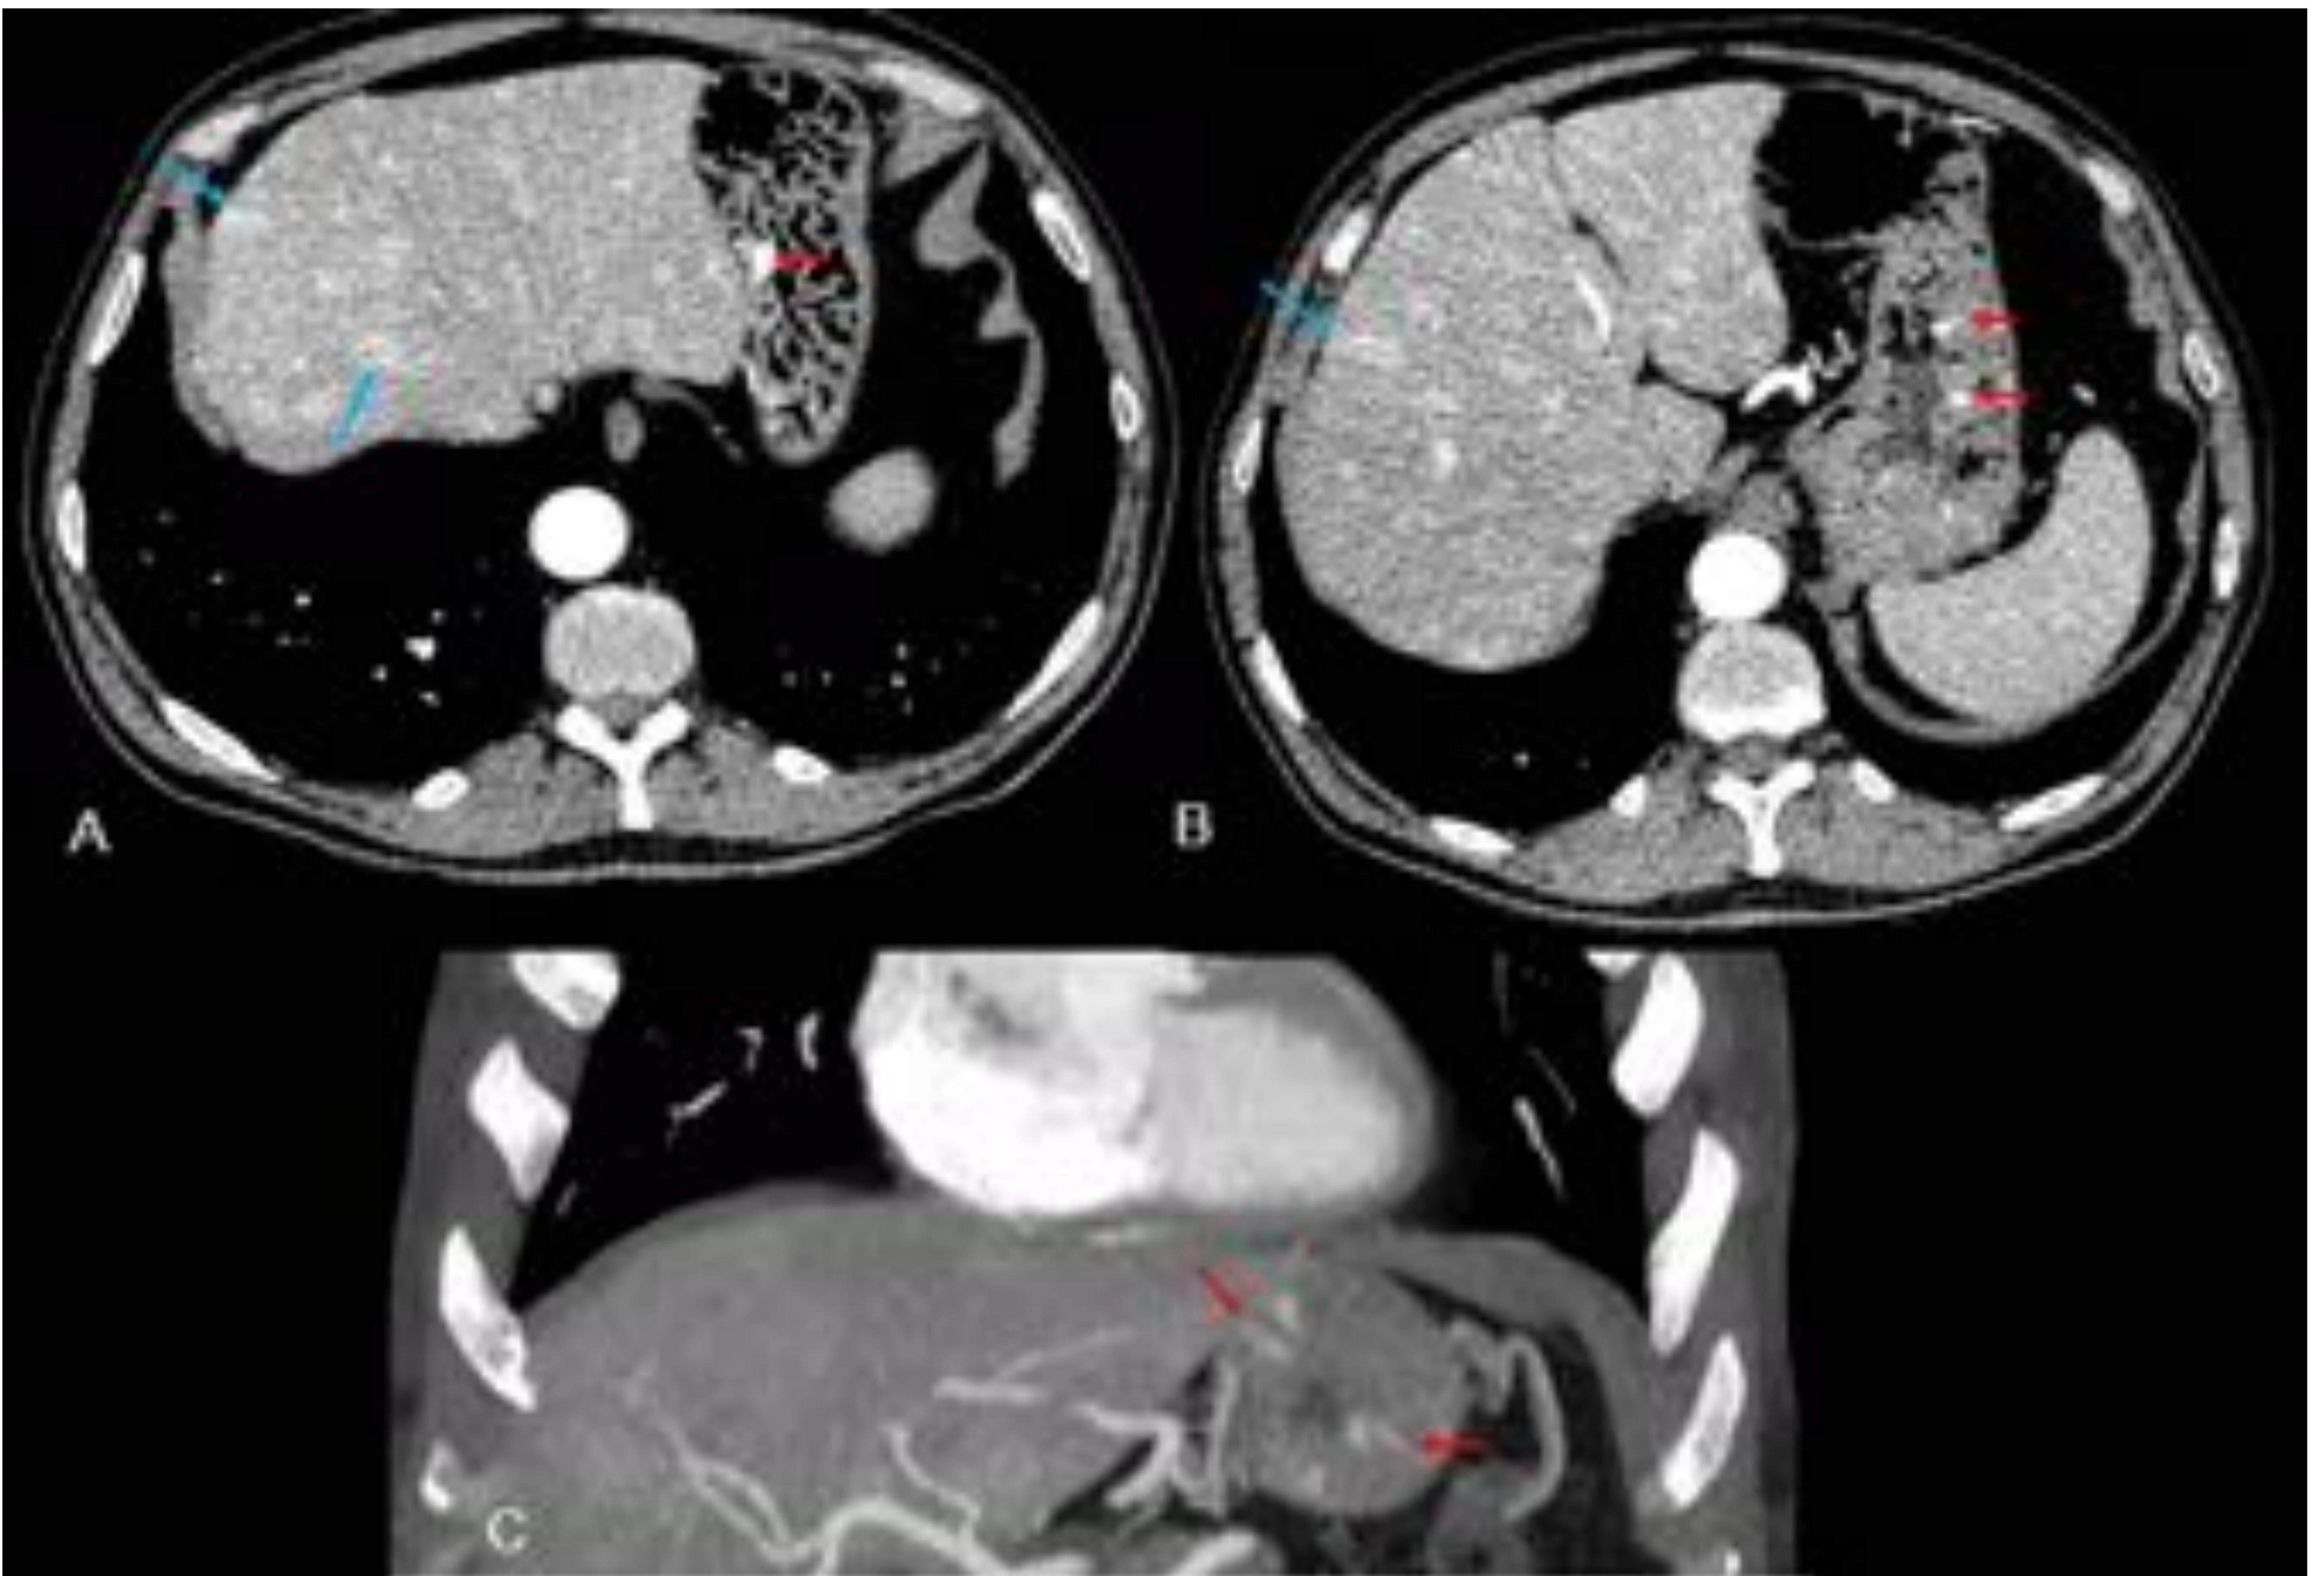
TC de abdomen con contraste intravenoso en fase arterial. A,B : cortes axiales. C: MIP coronal. Imágenes nodulares hipervasculares en fase arterial a nivel de pared gástrica correspondientes a telangiectasias gástricas (flechas rojas en A,B,C). También se visualizan telangiectasias hepáticas (flechas azules en A,B). Hospital Universitario de Bellvitge.
